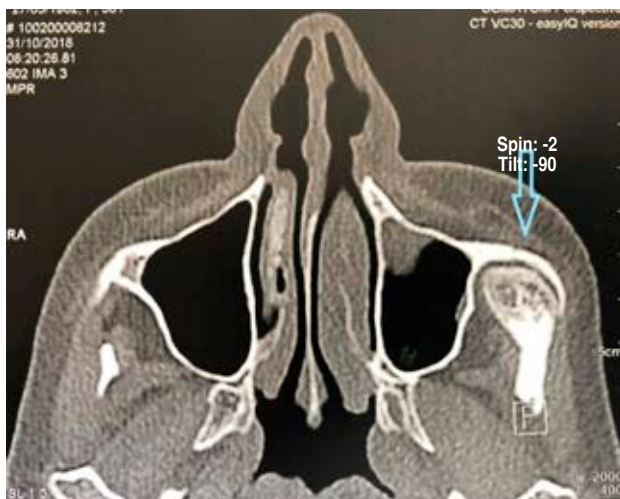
Tomografía computarizada multislice corte axial. Lesión entre arco cigomático y maxilar superior (↴).
